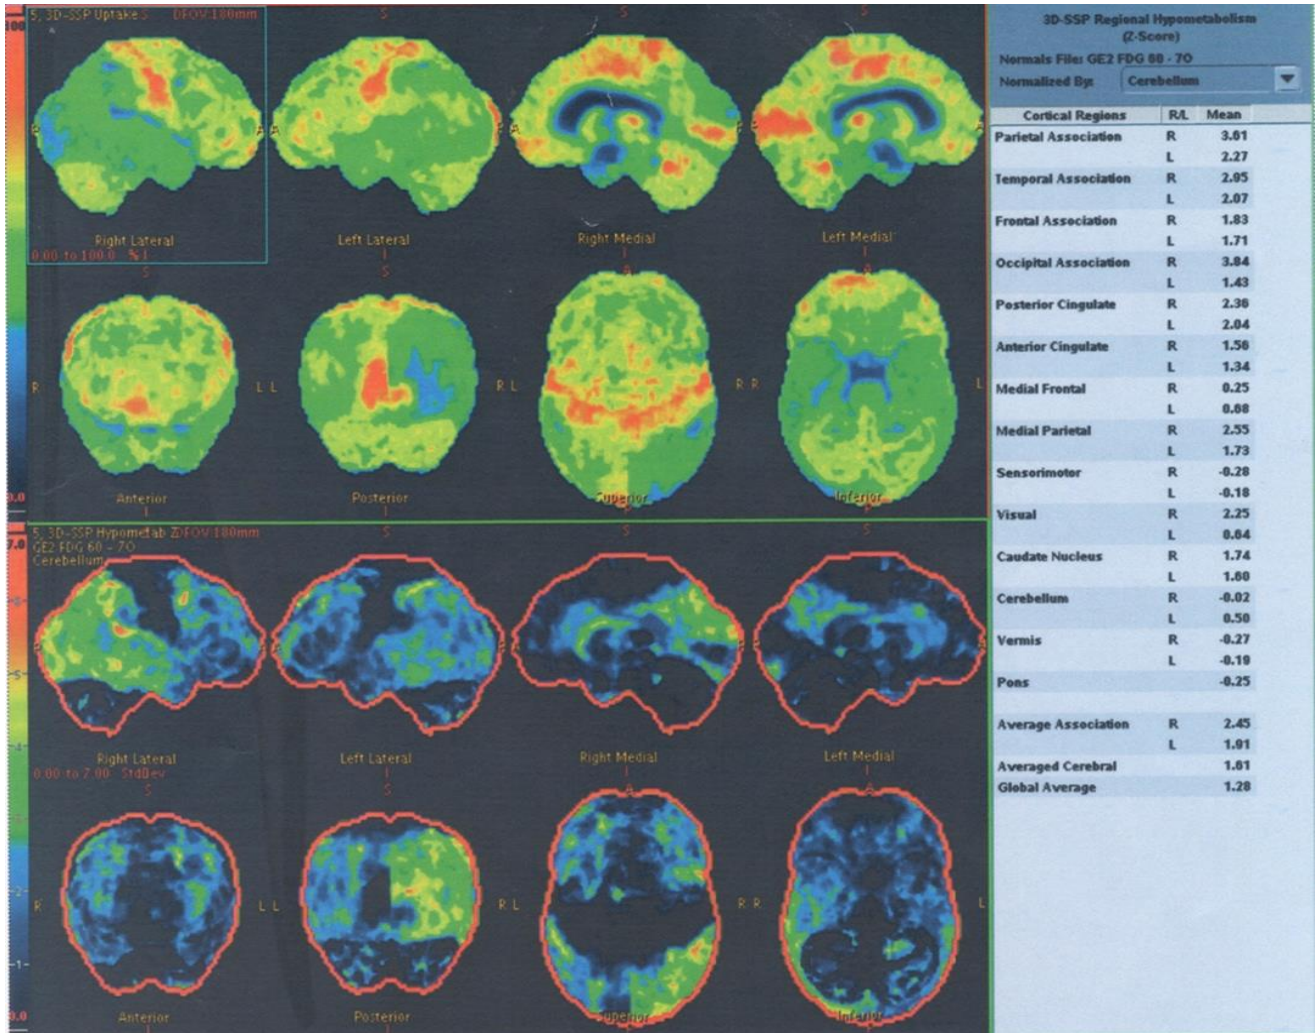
Obrazy PET uzyskano przy użyciu skanera PET/CT GE Discovery STE16 z zastosowaniem znacznika radioaktywnego [^{18}F] fluorodeoksyglukozy (^{18}F -FDG) tzw. FDG-PET. Wszyscy uczestnicy byli na czczo przynajmniej 6 godzin przed badaniem. Skanowanie było wykonywane 30 min po dożylniej iniekcji FDG w dawce 5 MBq/kg i trwało 8 min. Po podaniu FDG pacjenci pozostawali w stanie spoczynku w zaciemnionym pokoju w celu uniknięcia stymulowania zewnętrznymi bodźcami. Rozdzielczość przestrzenna detektora wynosiła 5,6 mm, zaś dane zostały pokazane na matrycy 128x128 pikseli. Uzyskane dane zostały poddane transformacji z zastosowaniem wielokrotnych rekonstrukcji. Osłabienie i korekcja rozproszenia zostały wykonane jednocześnie przy pomiarach transmisji przez tomograf komputerowy.
